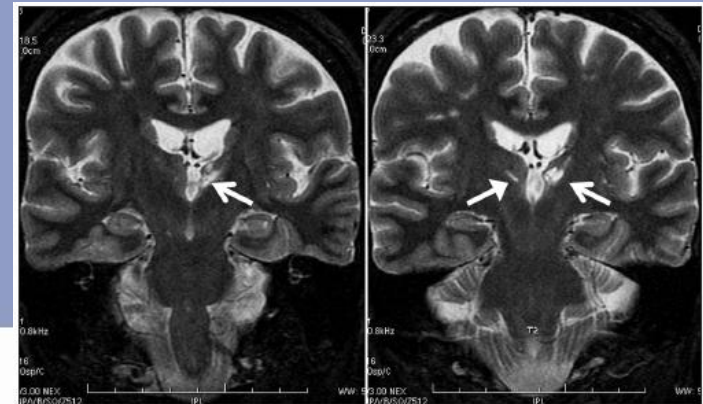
T2 weighted MRI: a+b=coronal sections, 2 planes, show the infarct of parts of left anterior and medial dorsal nuclei (open arrows), and a small right paramedian one (closed arrow). (Courtesy of Hospital PróCardíaco-RJ).
